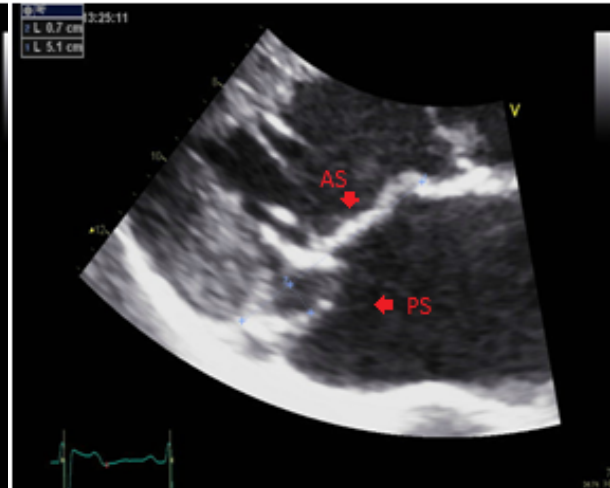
2D-Bild parasternal Längsachse, Prolaps des posterioren Segels, AS= anteriores Segel, PS= posteriores Segel
